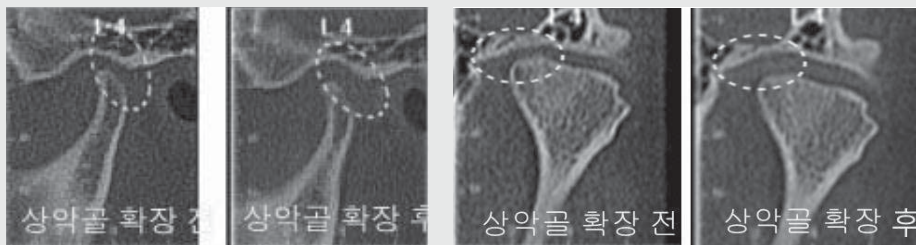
증례 4의 좌측 측두관절 CT . 상악골 확장 전, 후의 sagittal view, coronal view
